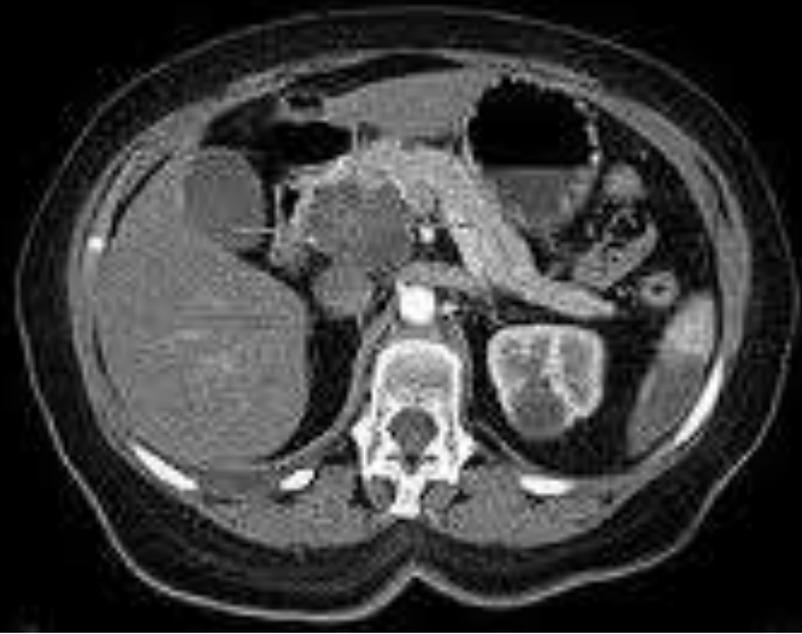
TAC abdominal: presencia de gran masa que ocupa todo el compartimento superior izquierdo del abdomen. Existen áreas de diferente densidad, alternando zonas con diversos componentes sólidos y quísticos. La pieza quirúrgica midió 24 x 18 cm.
